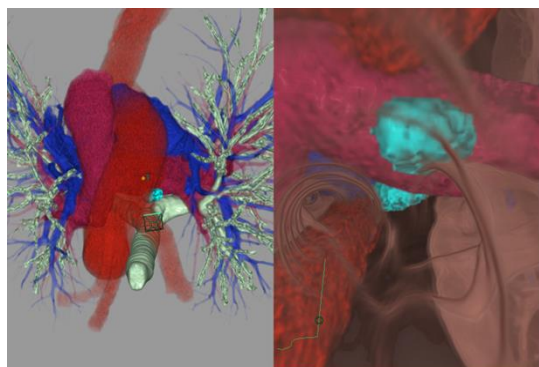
非造影 CT 画像からの仮想気管支内視鏡+血管像
